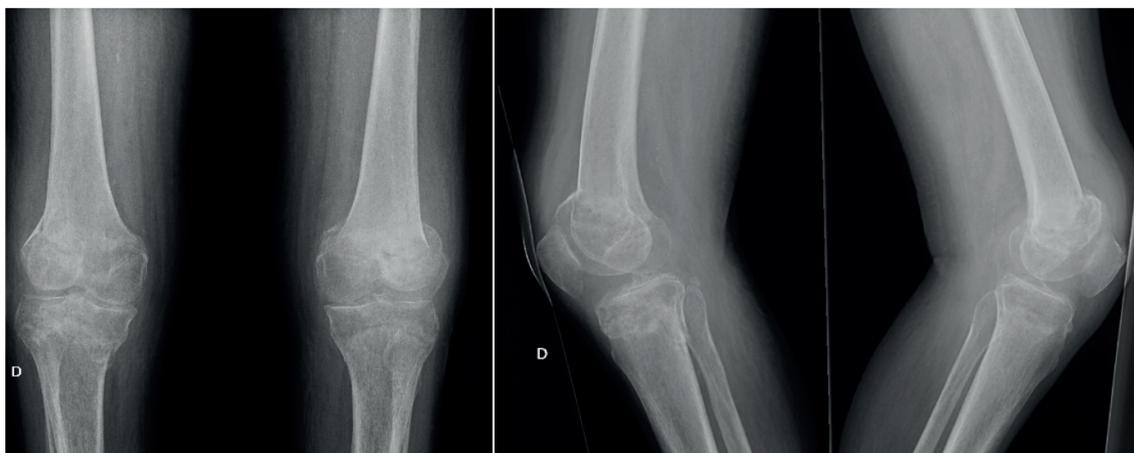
Radiografías de ambas rodillas. Planos anteroposterior (AP) y lateral.
